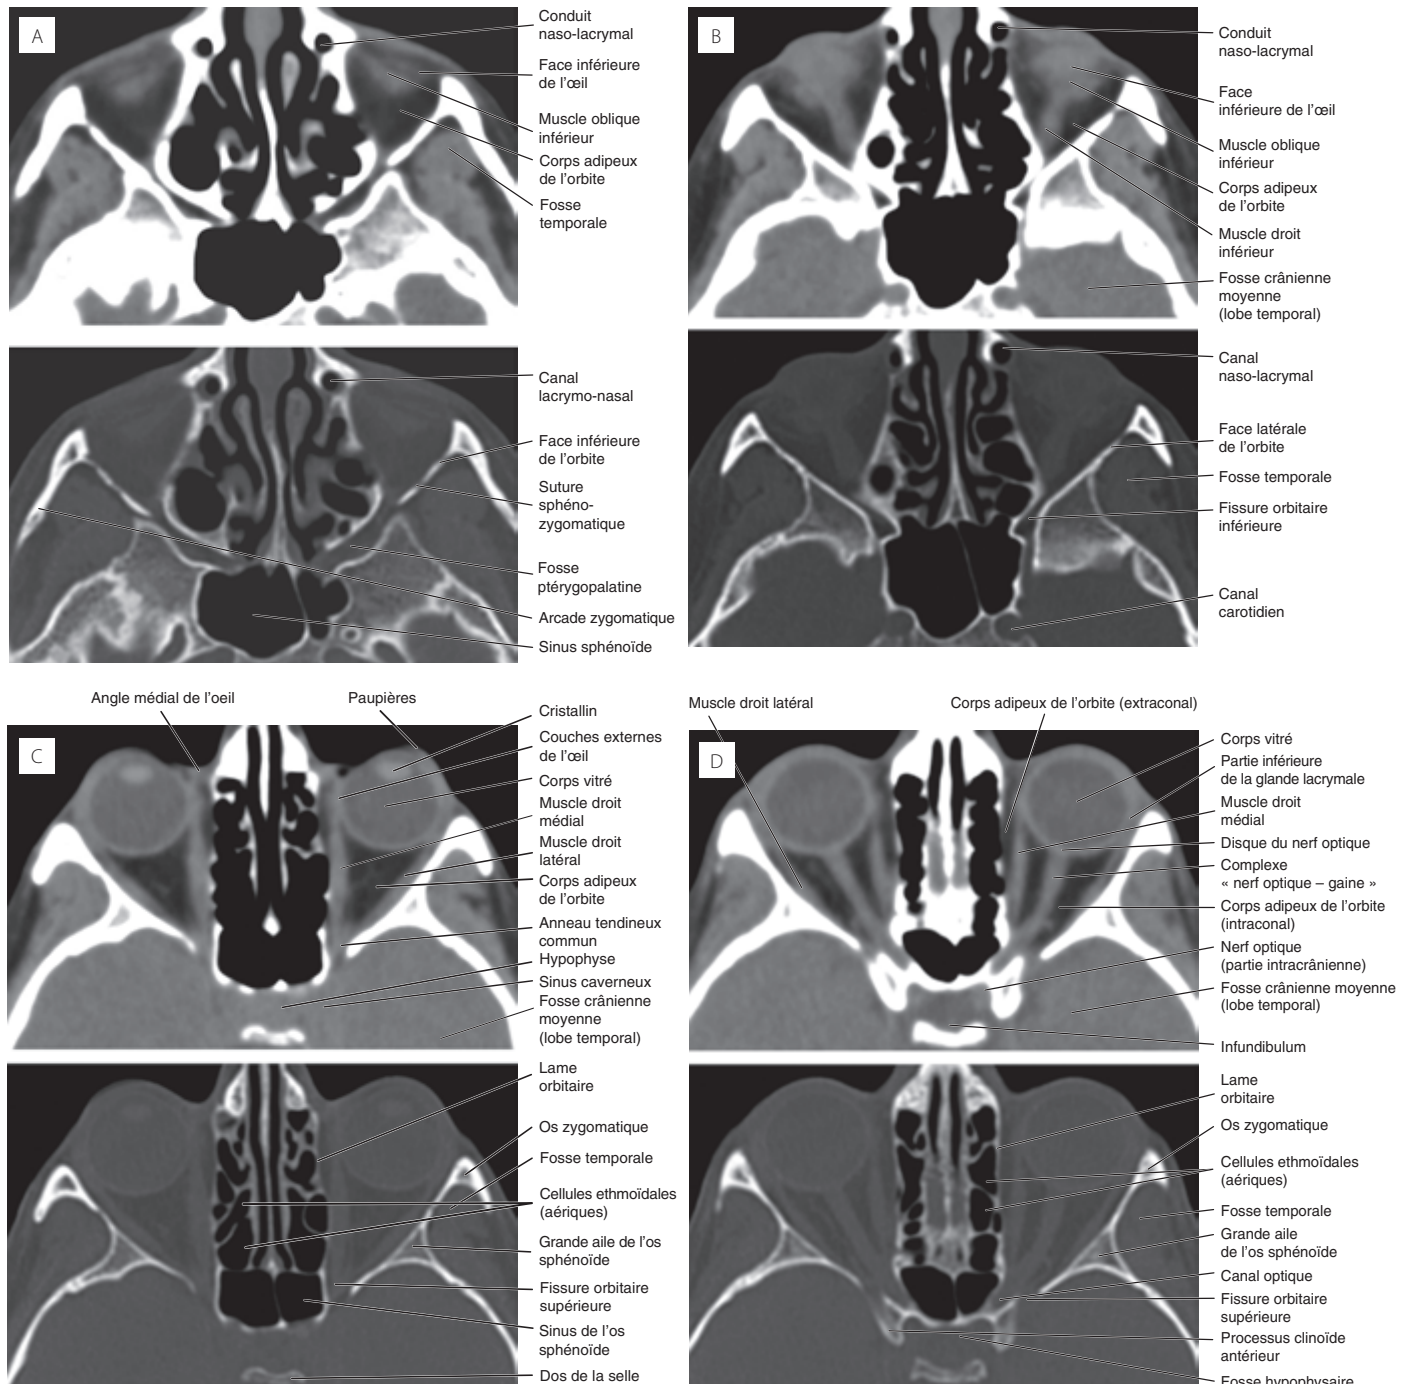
TDM, coupes transversales paires (paramètres des tissus mous et de la fenêtre osseuse) par l'orbite de la région caudale vers la région crâniale aux niveaux suivants : (A) la fosse ptérygopalatine et les canaux osseux lacrymo- nasaux (B) la fissure orbitaire inférieure (C) la fissure orbitaire supérieure (D) le canal optique (E) le muscle droit supérieur (F) les tendons du muscle oblique supérieur.
